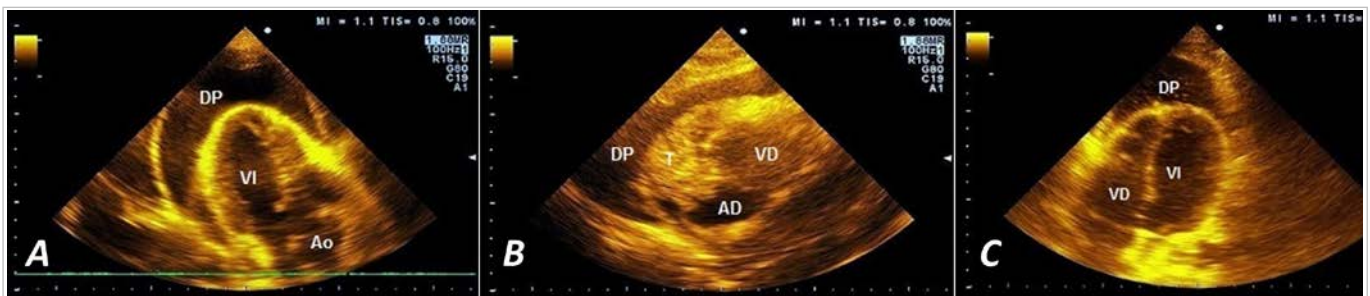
Transthoracic echocardiography. A. Long axis parasternal view. A large pericardial effusion is observed that surrounds the cardiac apex. B. Image of the pericardial tumor attached to the lateral walls of the right cavities (subcostal view). C. Study conducted three days after the pericardial window. The effusion can only be seen around the apex, with abundant remains of fibrin. Abbreviations in Spanish: Ao, aorta; VI, left ventricle; AD, right atrium; DP, pericardial effusion; VD, right ventricle; T, tumor.
